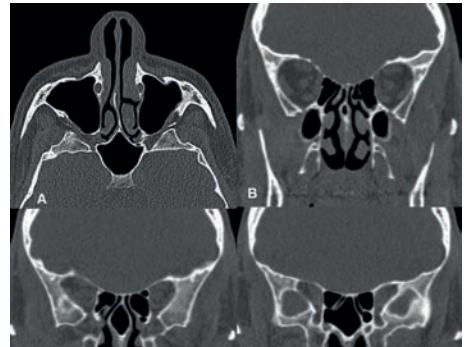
TC con reconstrucción MPR en axial (A) y coronal (B, C y D). Desviación septal, asociando variante anatómica del seno esfenoidal, con rostrum anteriorizado.
